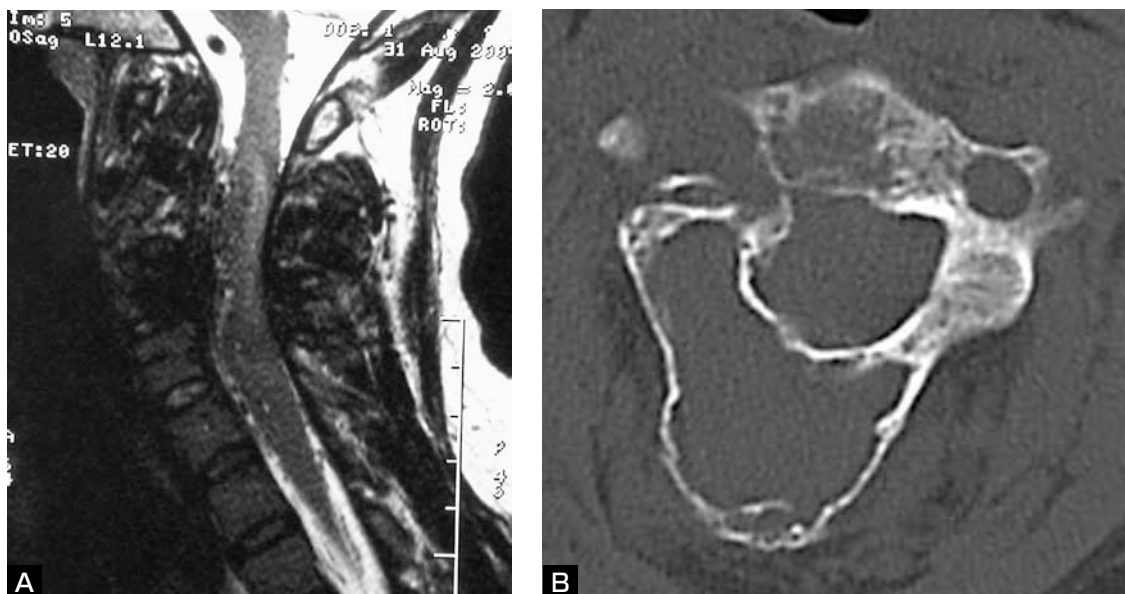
A : Sagittal T2 weighted MR image of cervical spine showing spinal cord edema with multiple flow voids. Destruction of C2 and C3 vertebral bodies is also detected.
